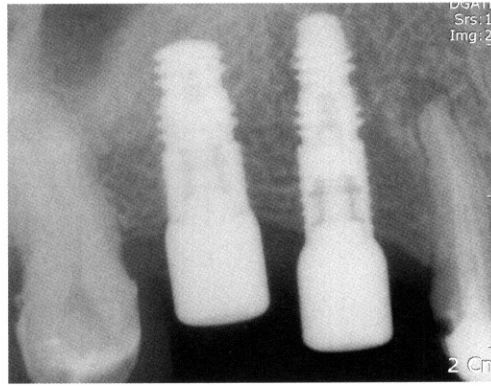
Frailit-2 임플란트의 방사선 사진
